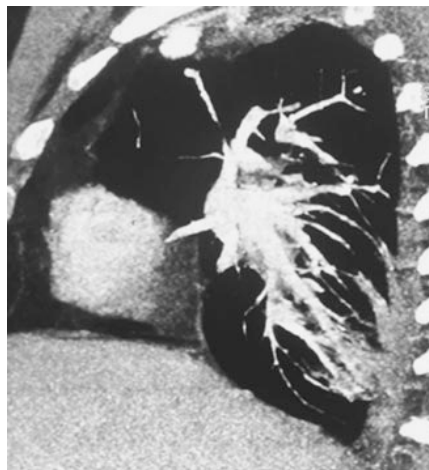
Corte sagital de TAC que muestra atelectasias alrededor de lóbulo inferior izquierdo.
